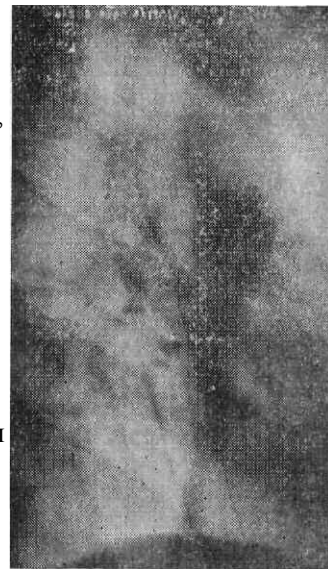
Рентгенограмма пищевода в правой косо передней проекции после прохождения бариевой взвеси. Видны стенки заполненного воздухом пищевода.
